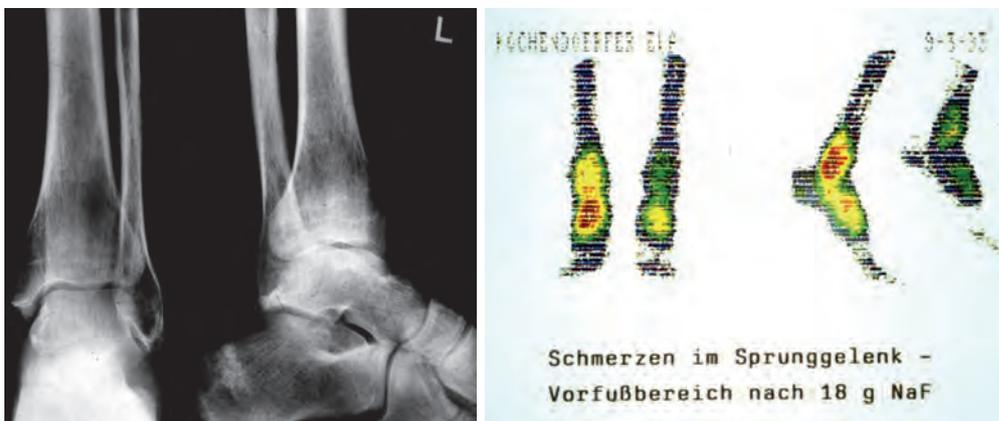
Verdichtungen im Kalkaneus, im Talus und in der distalen Tibia im Röntgenbild mit Knochenstoffwechsellaktivierungen im Kalkaneus- und Sprunggelenksbereich im Szintigramm
